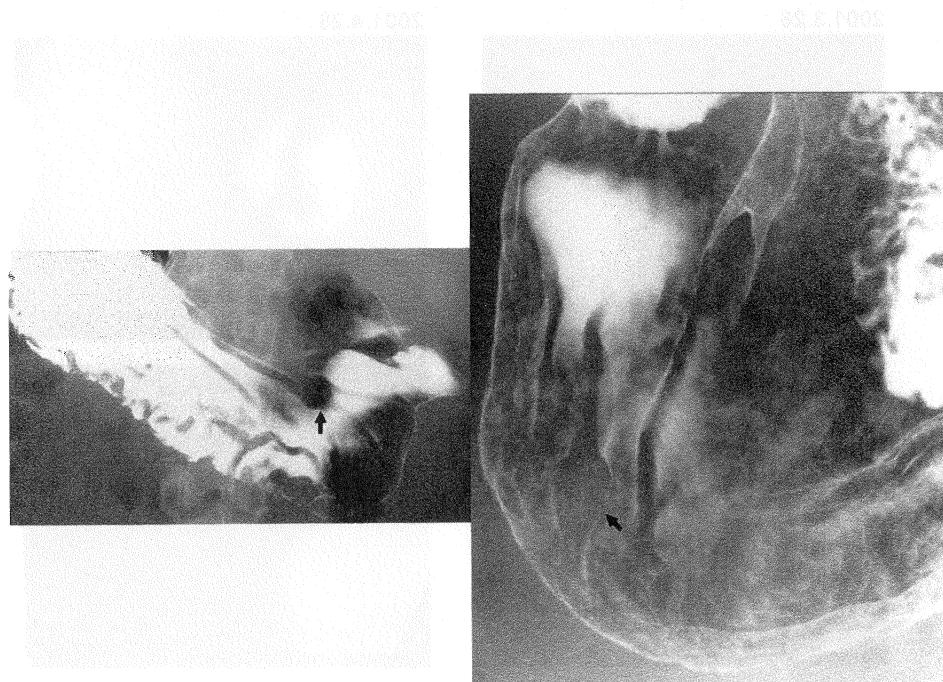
Upper gastrointestinal X-ray finding on July 24 2001.
